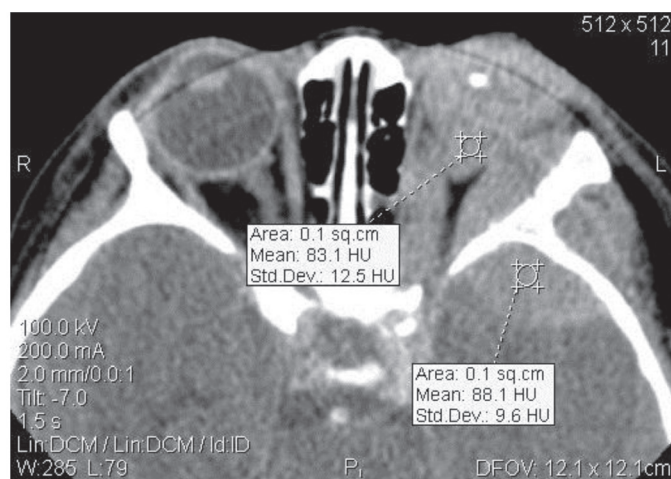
Пациент К., 2,5 года, с левосторонней РБ. КТ-исследование выполнено в аксиальной плоскости на уровне средних третей орбит после внутривенного контрастирования
